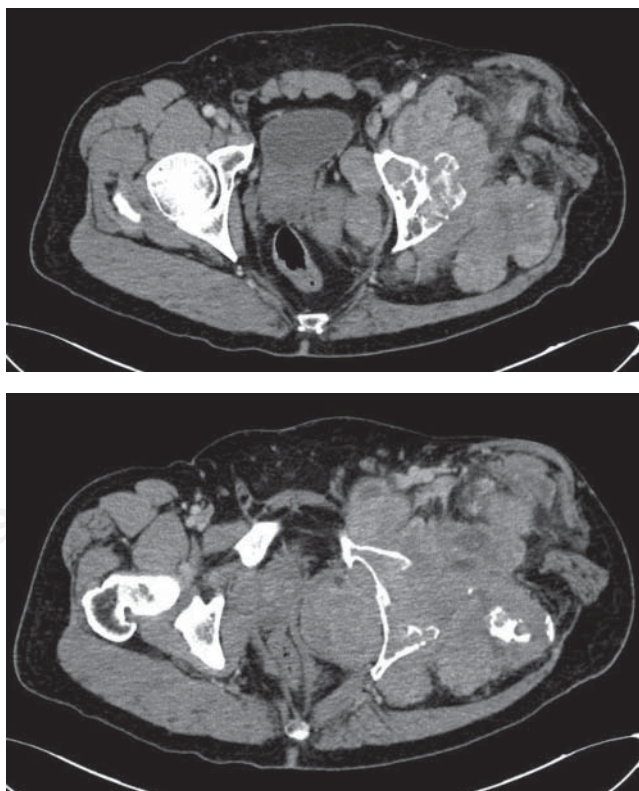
Cortes axiales de la tomografía de pelvis izquierda.
